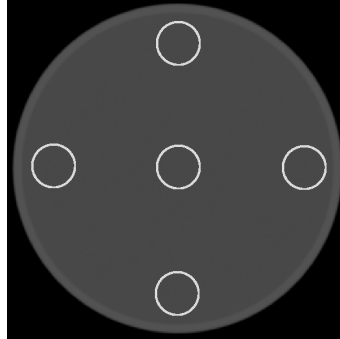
Números de TC: Cuatro ROI's en la periferia de un corte del maniquí de agua y uno en el centro para medir los números TC en dichas regiones.[9]
